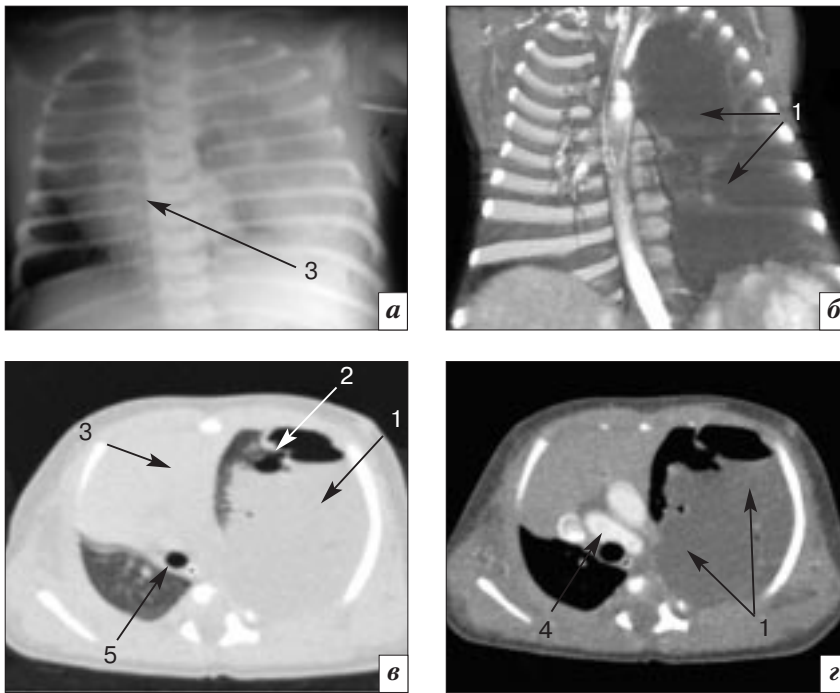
КАМ I типа нижней доли левого легкого. Рентгенография и многосрезовая компьютерно-томографическая ангиография грудной полости новорожденного в возрасте 4 часов жизни: *а* – рентгенограмма грудной клетки в задней прямой проекции; *б* – постпроцессинговая МIP-реконструкция; *в* – томограмма на уровне дуги аорты, легочный режим; *г* – томограмма на уровне дуги аорты, средостенный режим. В нижней доле левого легкого определяется больших размеров образование, представленное крупными кистами, заполненными фетальной жидкостью (1), с наличием мелких кист (2) в его структуре, занимающее большую часть левого гемиторакса. Определяется выраженное объемное воздействие: компрессия прилежащих структур легкого, средостение расположено в правой половине грудной полости (3), смещение и ротация дуги аорты (4) и трахеи (5)
